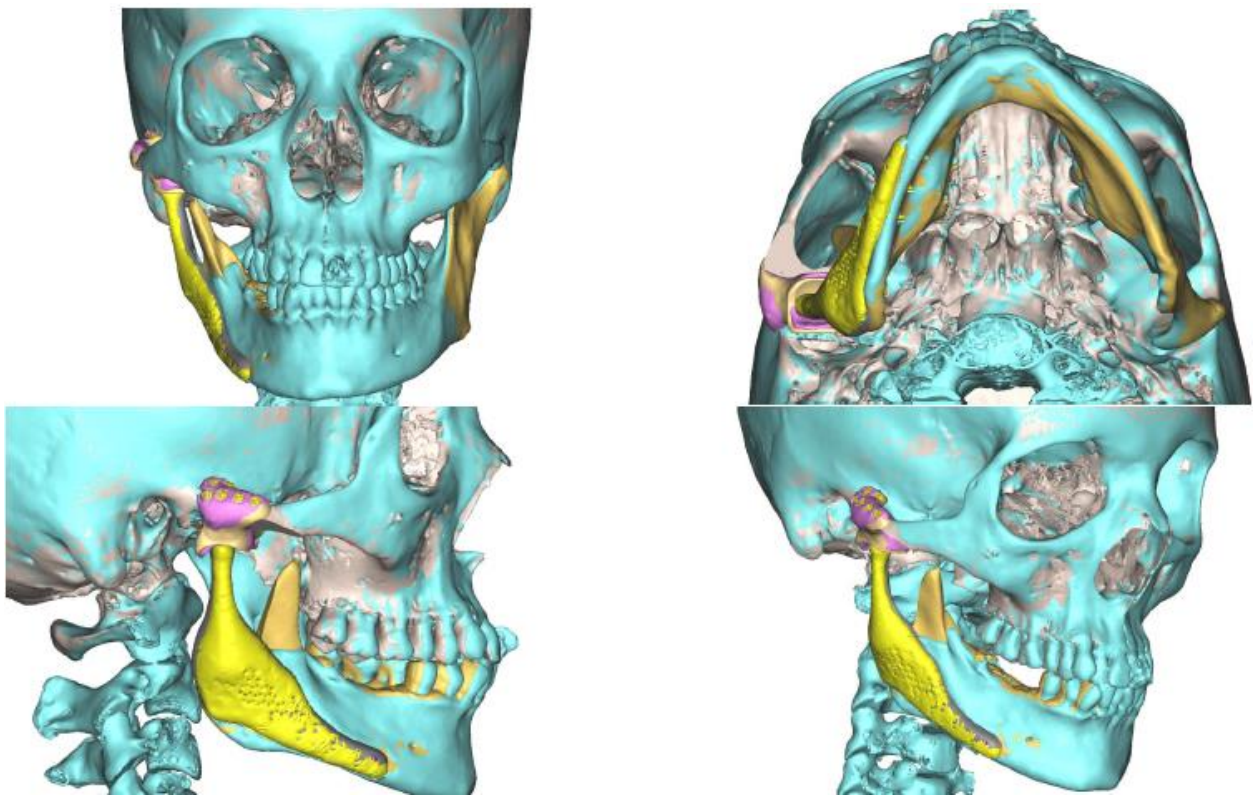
Порівняння контрольної КТ пацієнтки П, проведеної через рік після ПЗС із віртуальним планом хірургічного втручання, що демонструє високий рівень відповідності.
